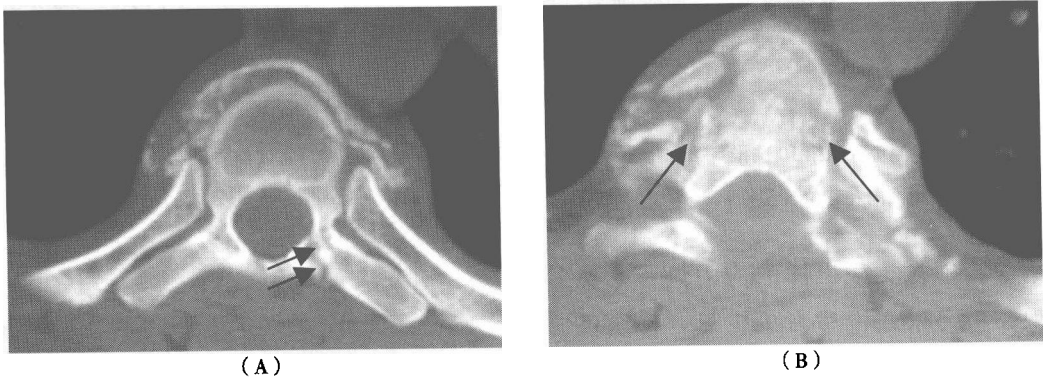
CT 横断面骨窗对骨折线及移位的显示
